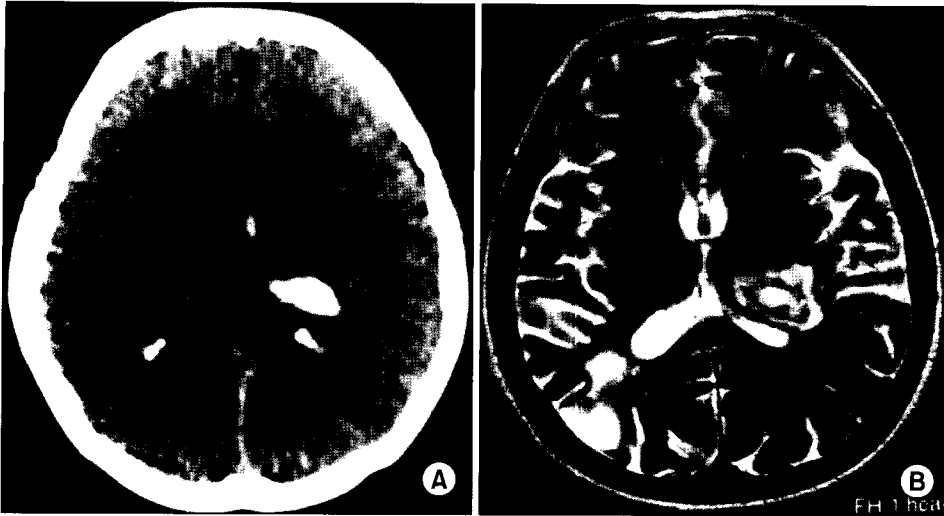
A: Preoperative Brain CT. B: Preoperative Brain MRI, showing old CVA lesion at right occipital area, ICH of left thalamic area and left IVH.
